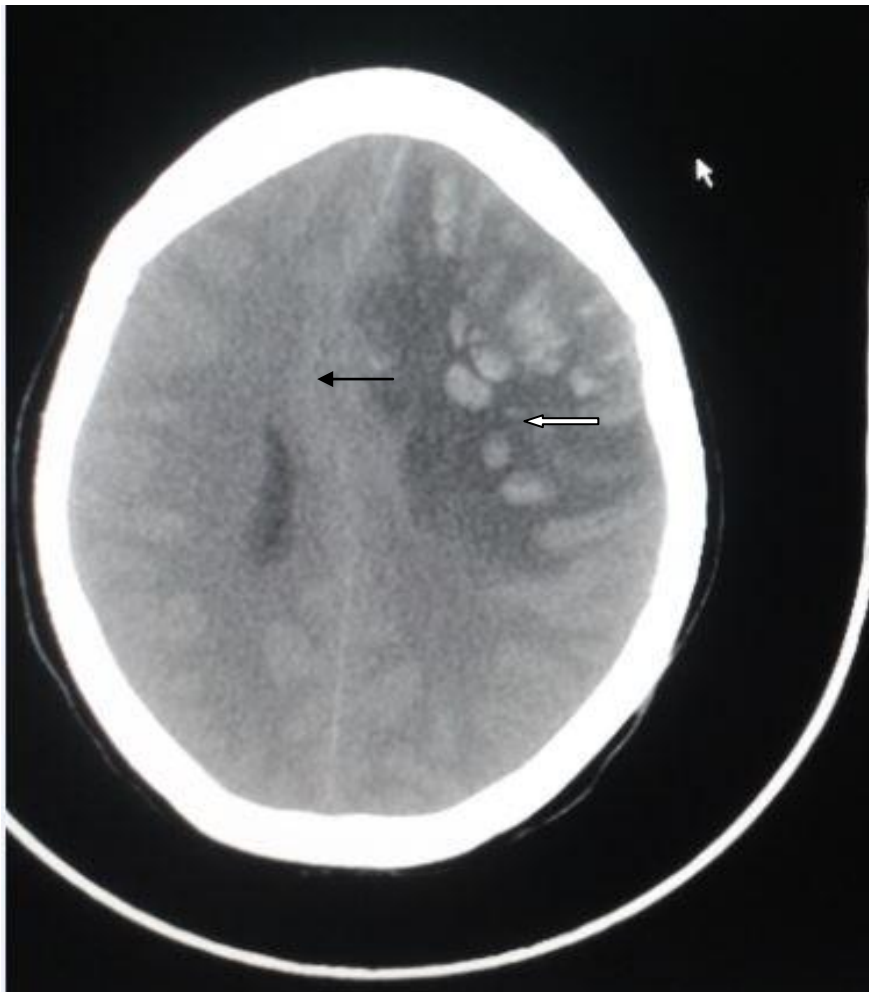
TDM cérébrale montrant un infarctus hémorragique floconneux fronto- pariétal avec engagement transfalcoriel
